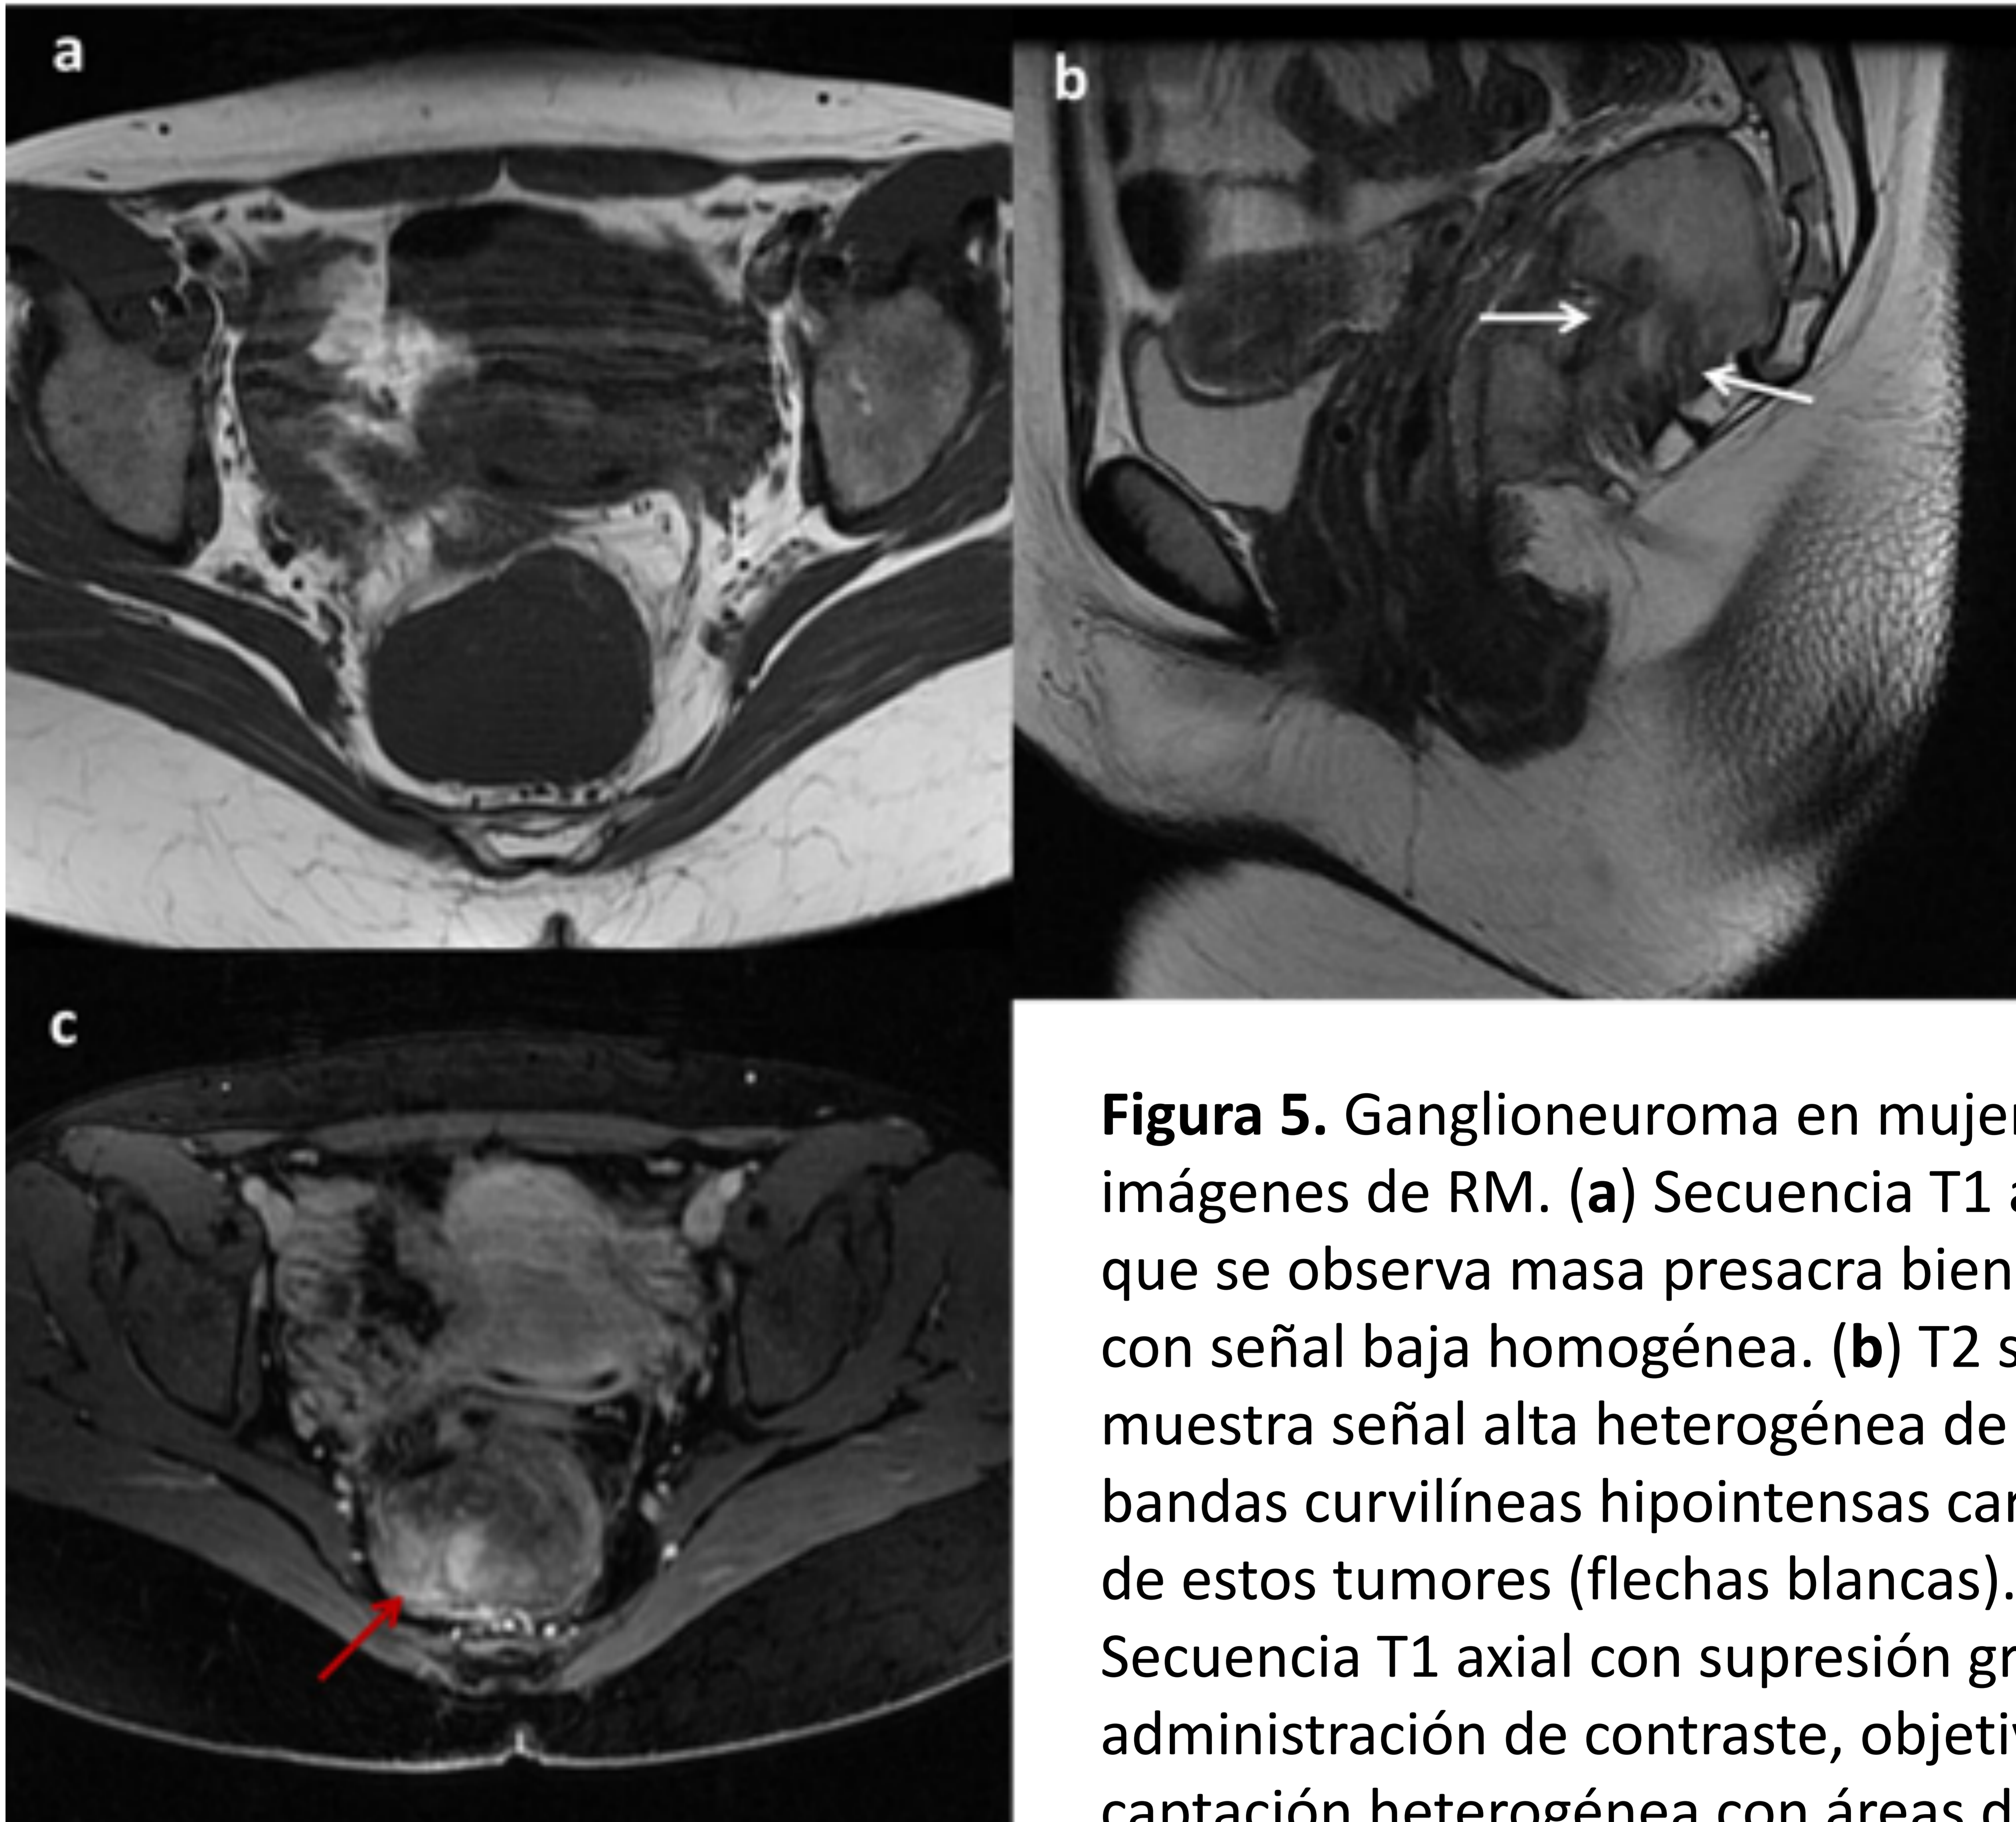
Ganglioneuroma en mujer de 28 años, imágenes de RM. (a) Secuencia T1 axial en la que se observa masa presacra bien delimitada con señal baja homogénea. (b) T2 sagital que muestra señal alta heterogénea de la lesión con bandas curvilíneas hipointensas características de estos tumores (flechas blancas). (c) Secuencia T1 axial con supresión grasa tras la administración de contraste, objetivándose captación heterogénea con áreas de captación leve y zonas de moderado realce (flecha roja).
